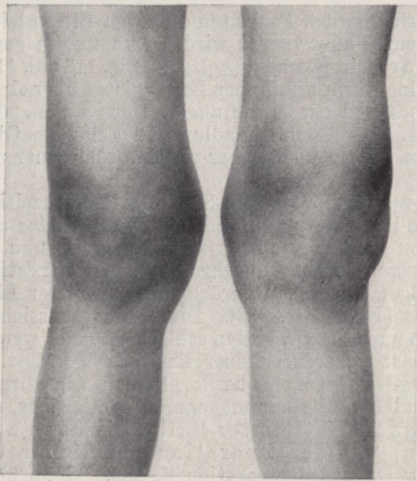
M., 20 J. Hydrops tub. genu. L. praller Erguß, Vorwölbung des oberen und unteren Rezessus. Gruben neben der Patella verstrichen. Jodoformglyzerinjektionen. Röntgenbestrahlung. Schiene. Heilung.
